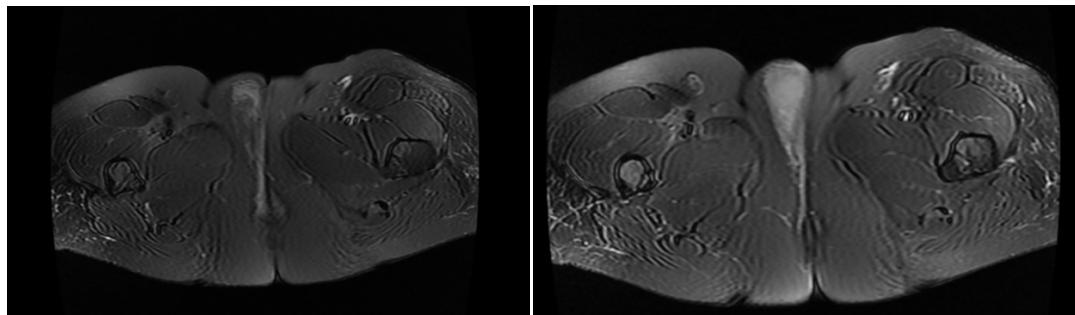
MRI image of angiomyofibroblastoma
